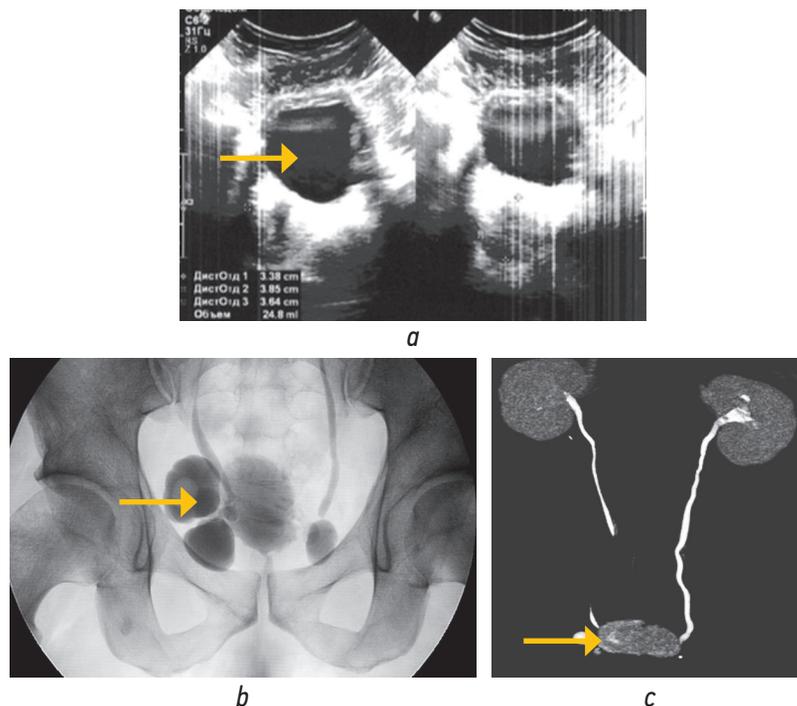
Результаты обследования больного Т., 37 лет: *a* — ультразвуковая картина мочевого пузыря с дивертикулами; *b* — нисходящая цистография, камень в дивертикуле мочевого пузыря; *c* — компьютерная томография-урография с 3D-реконструкцией, камень дивертикула правой боковой стенки мочевого пузыря (указан стрелкой)
